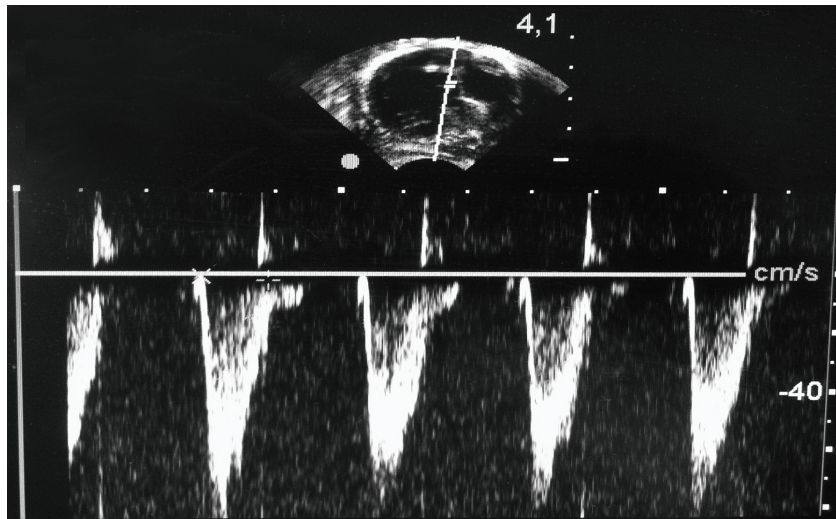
Doppler pulsado a nivel del tracto de salida del ventrículo izquierdo. Proyección apical cinco cámaras. Modelo experimental.*
